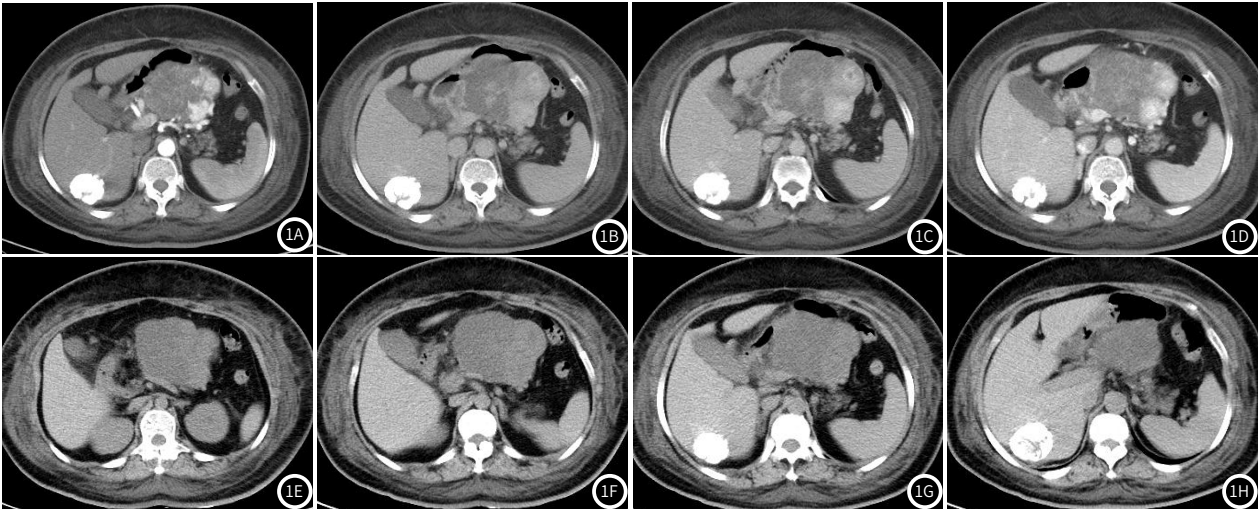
典型病例分析。患者女，53岁，CT平扫(图1E~图1F)提示胰腺头部低密度影，内部存在点状钙化影，增强CT(图1A~图1D，图1G~图1H)见胰头病灶呈多房状，囊壁和分隔强化。
